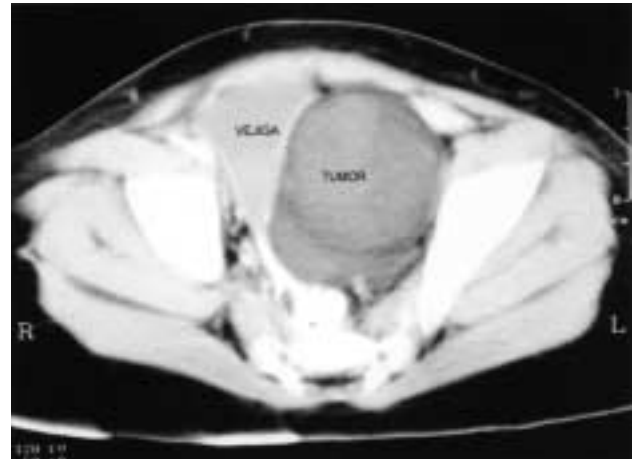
TC abdomino-pélvico. Tumorción bilobulada con septos y densidad grasa. T: tumor. V: vejiga.
